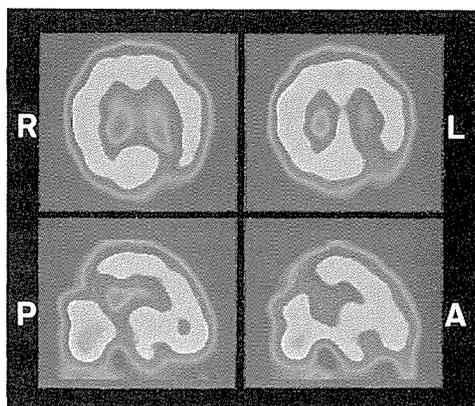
SPECT（Tc<sup>99m</sup>-HMPAO）
